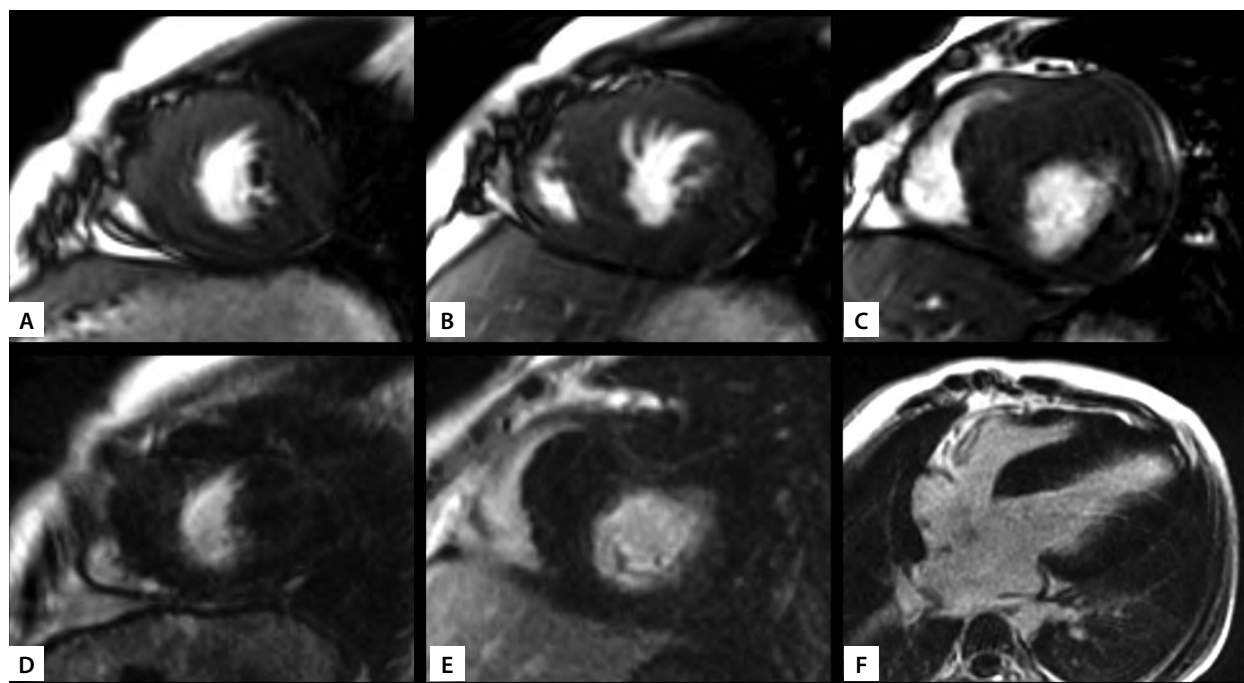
МРТ сердца с контрастированием пробанда в возрасте 9 лет.
